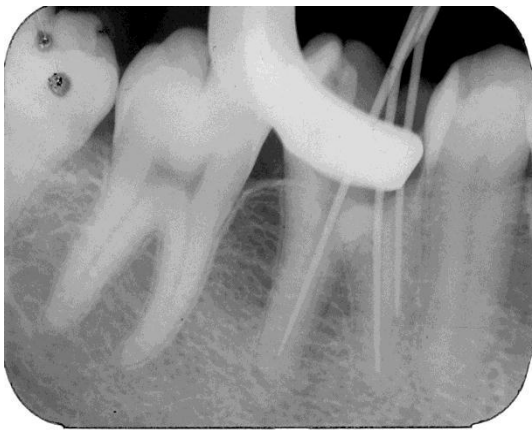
Radiografia de conometria
